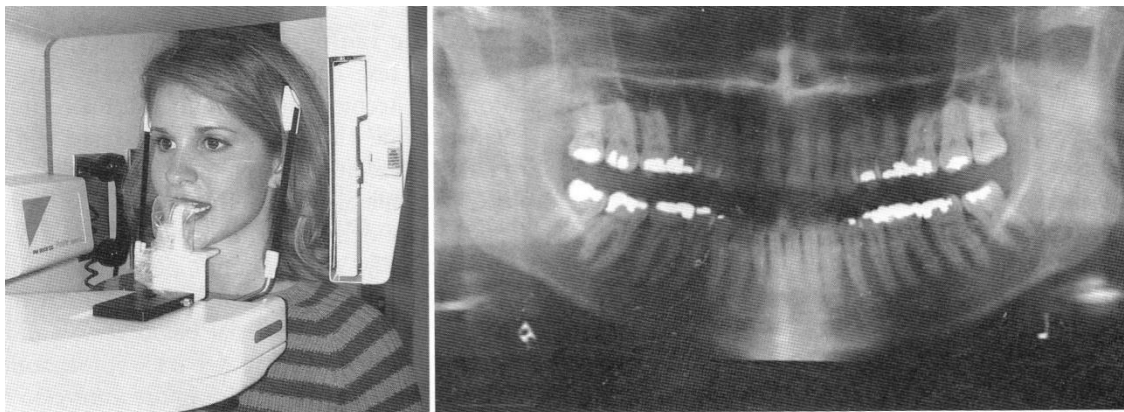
paziente in posizione e ortopantomografia (da Okeson J. Il trattamento delle disfunzioni dell'occlusione e dei disordini temporo-mandibolari).
